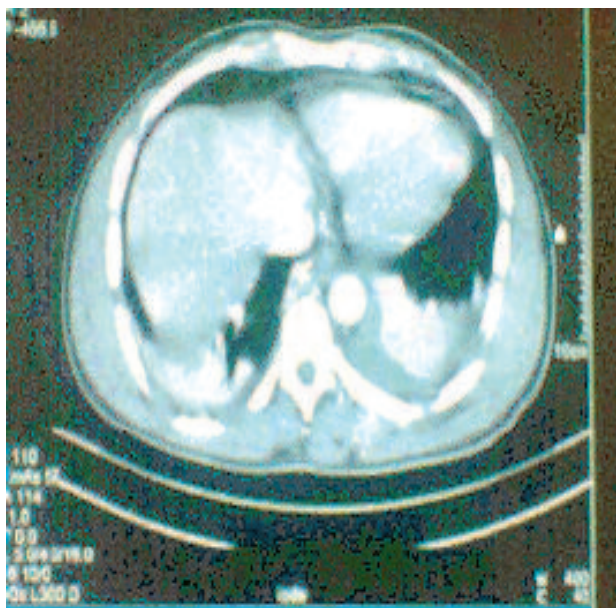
TDM à J0 : lésion splénique stade II de SHACKFORD
